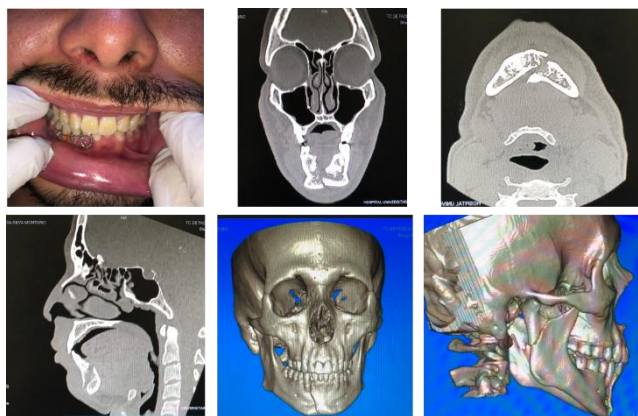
Aspecto inicial. Amarria circunferencial em escada. Tomografia computadorizada evidenciando fraturas mandibulares parassinfisária e de cabeça da mandíbula à direita.
